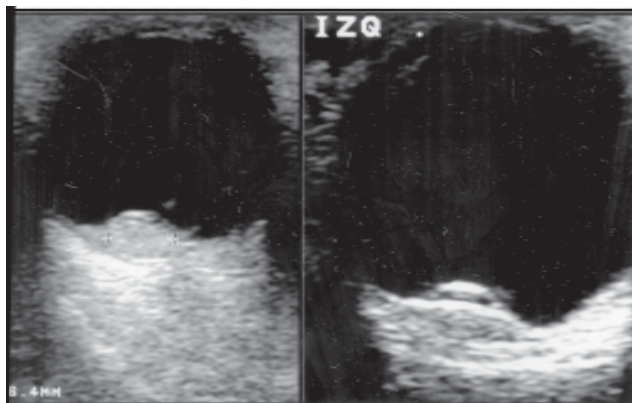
Ecografía de melanoma. Se observa desprendimiento parcial de la retina.
